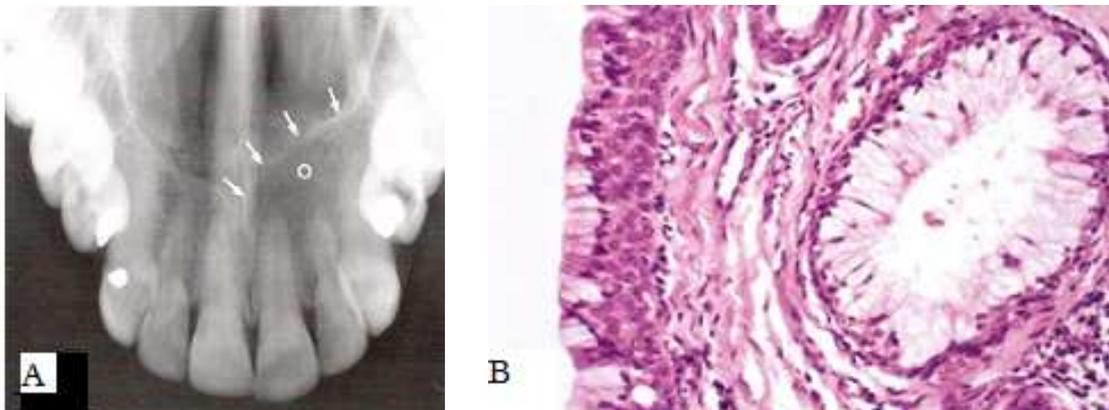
A: Radiographie d'un kyste nasolabial montrant une convexité postérieure qui forme la frontière osseuse de l'ouverture nasale. (15)
